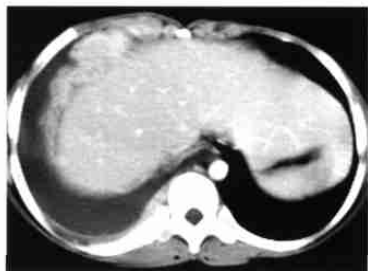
横纹肌肉瘤胸膜转移。CT增强示右侧胸膜局限不规则增厚改变，部分区域增厚呈团块状，强化稍不均匀，伴胸腔积液。
